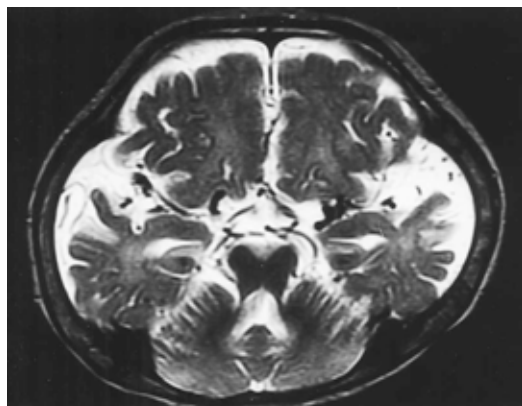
● Menkes 病患者の MRI
